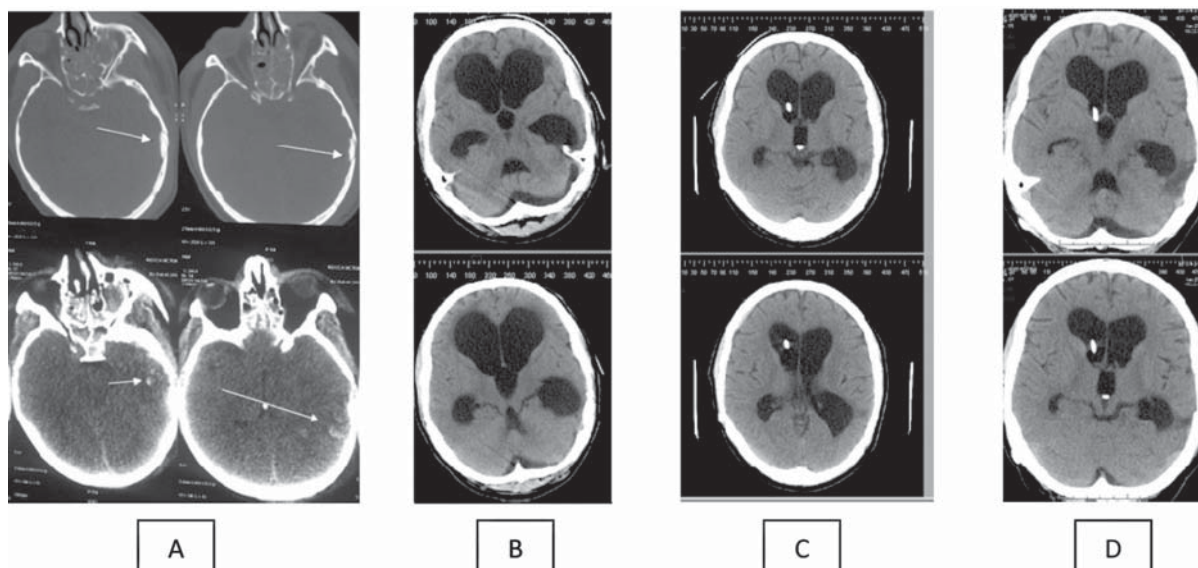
Evoluția CT cerebrale în perioada pre și postoperatorie
